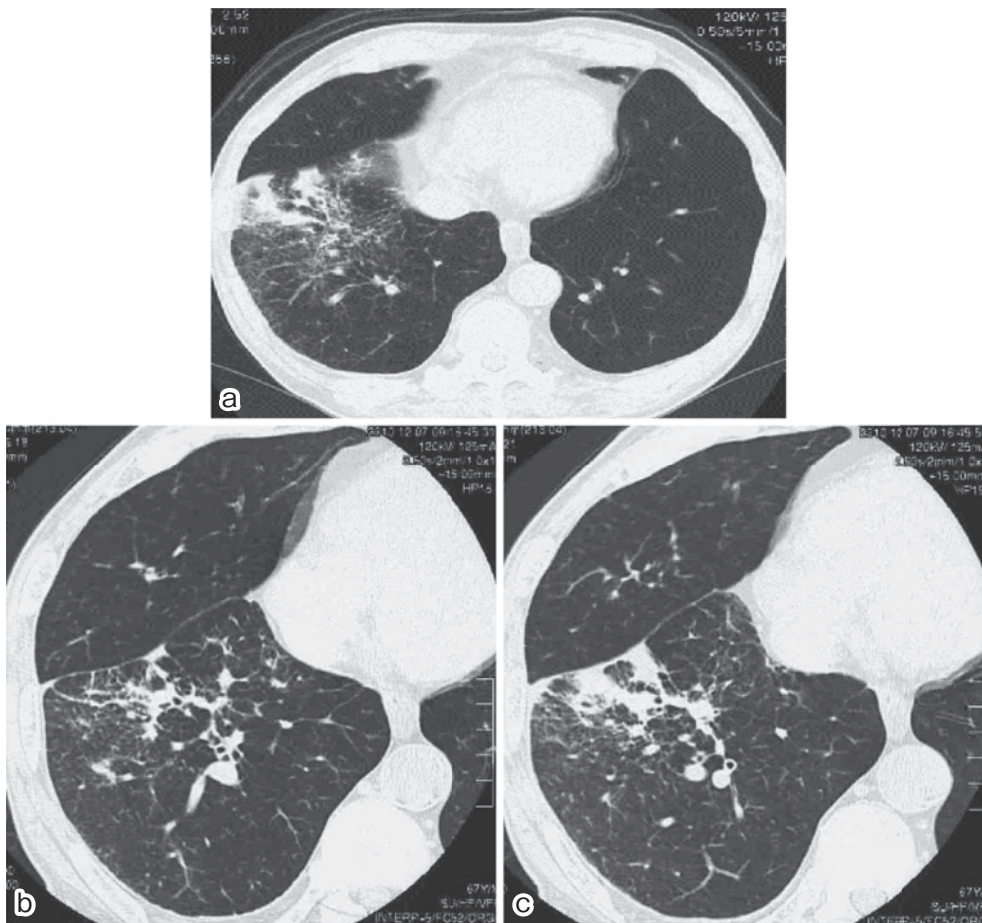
Chest computed tomographic images on admission show diffuse ground-glass opacities and thickening of the bronchovascular bundles in the right lower lobe, with bilateral pulmonary emphysema.
